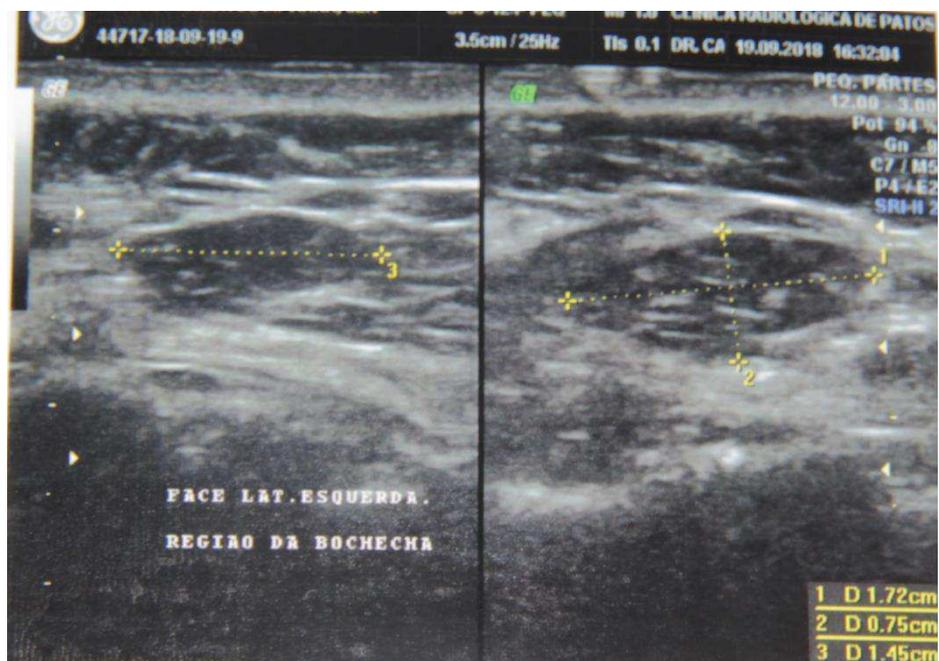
ecografia do músculo bucinador e corpo adiposo da bochecha (esquerdo). Fonte: próprio autor
